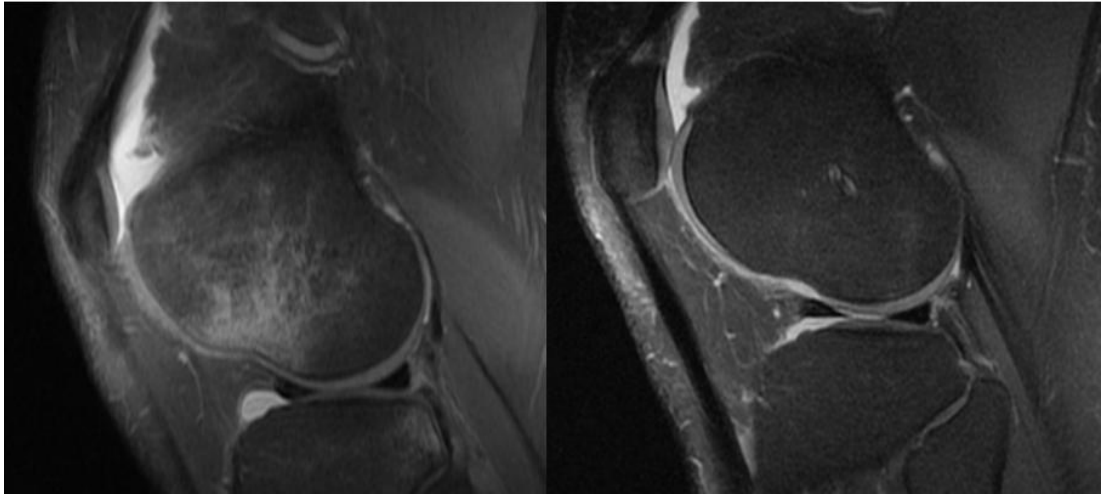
Vaka 1: 21 yaşında futbol oynarken ön çapraz bağı yaralanan erkek hasta. Kemik iliği ödeminin MRG kesitlerinde dağılımı (*Lateral menisküs arka boynuzunda flep tarzı yırtık * MKL liflerinde ondülasyonla karakterize grade-2 MKL yaralanması)
